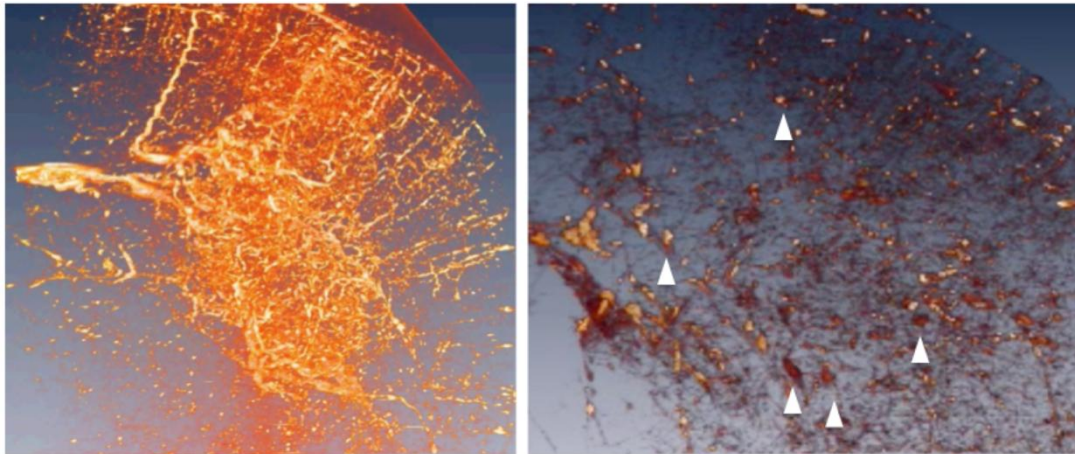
Microtomographie comparative à haute résolution de la vasculature de tumeurs U87 (à gauche), NS142 (à droite). Ces tumeurs ont été obtenues 20 jours après implantation de 1000 cellules. Le modèle NS présente une vasculature peu dense, hétérogène avec de nombreux pincement et renflement (têtes de flèche).
